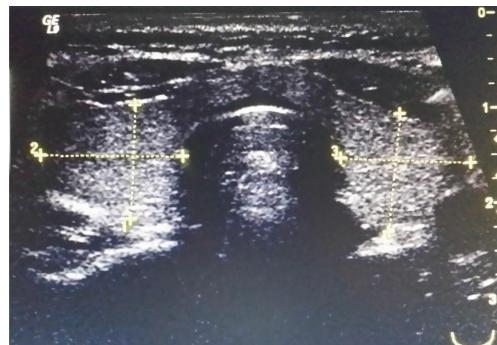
Ultrasound characteristics of normal volume of thyroid gland
